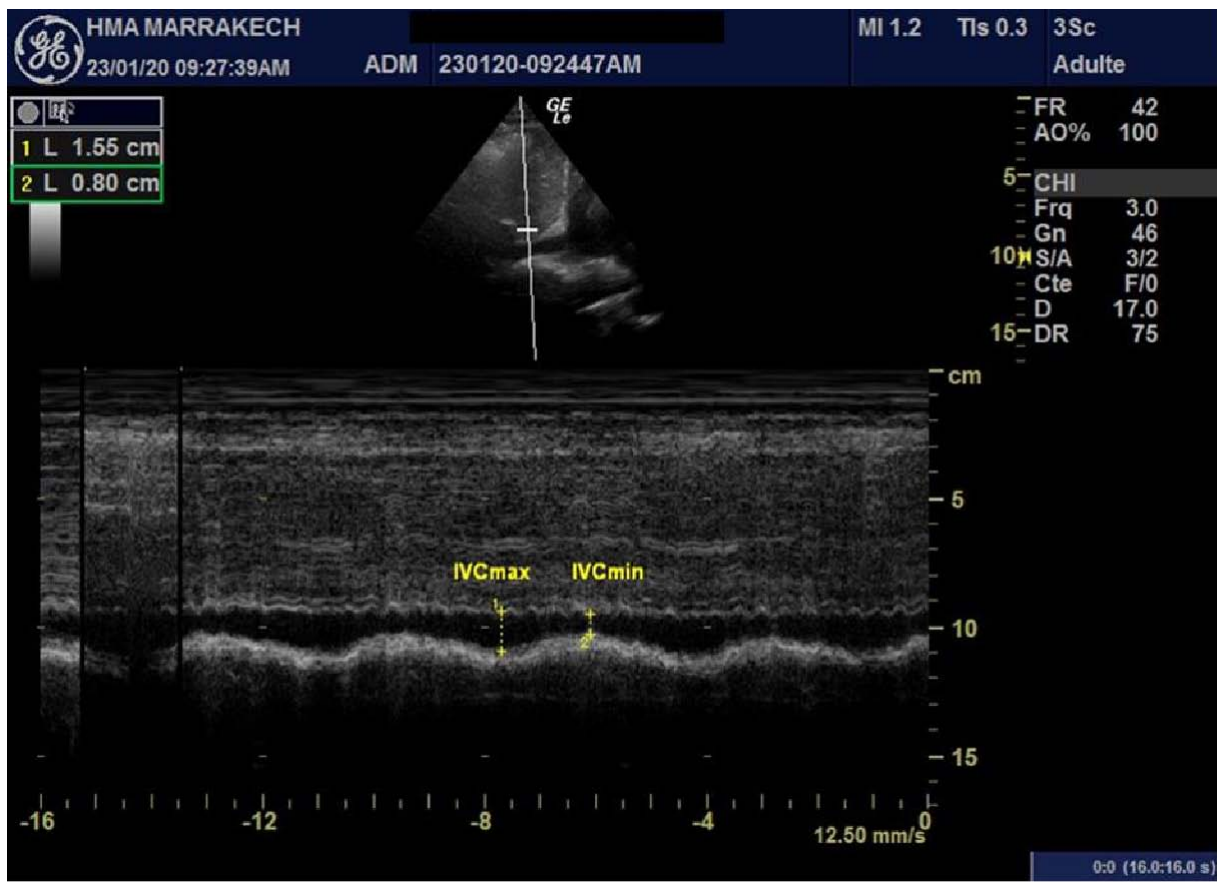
Image échocardiographique montrant la mesure de la technique de mesure de l'index de collapsibilité de la veine cave inférieure [IC-VCI]. En coupe sous xyphoïdienne, la VCI est visualisée dans son grand axe. Ses variations respiratoires sont mesurées en mode temps - mouvement [TM]. La ligne d'échantillonnage est placée 2 à 3 cm de l'abouchement de la VCI dans l'oreillette droite. Dans l'exemple ci-dessus l'IC-VCI = [diamètre VCI max -diamètre VCI min]/ diamètre VCI max= [1,55 cm - 0,80 cm]/ 1,55 cm = 0,48.
